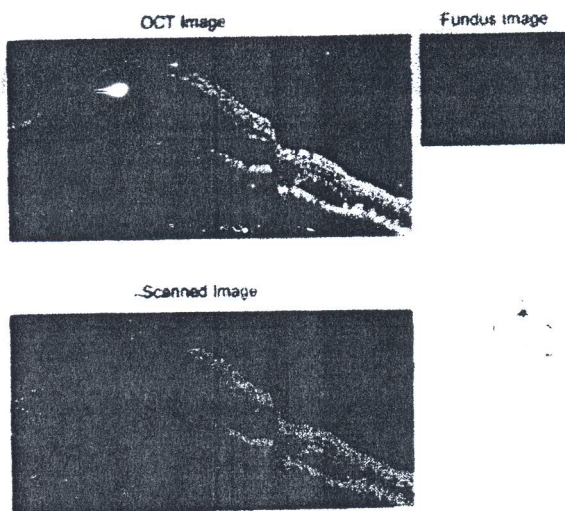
Tomografía de coherencia óptica.
